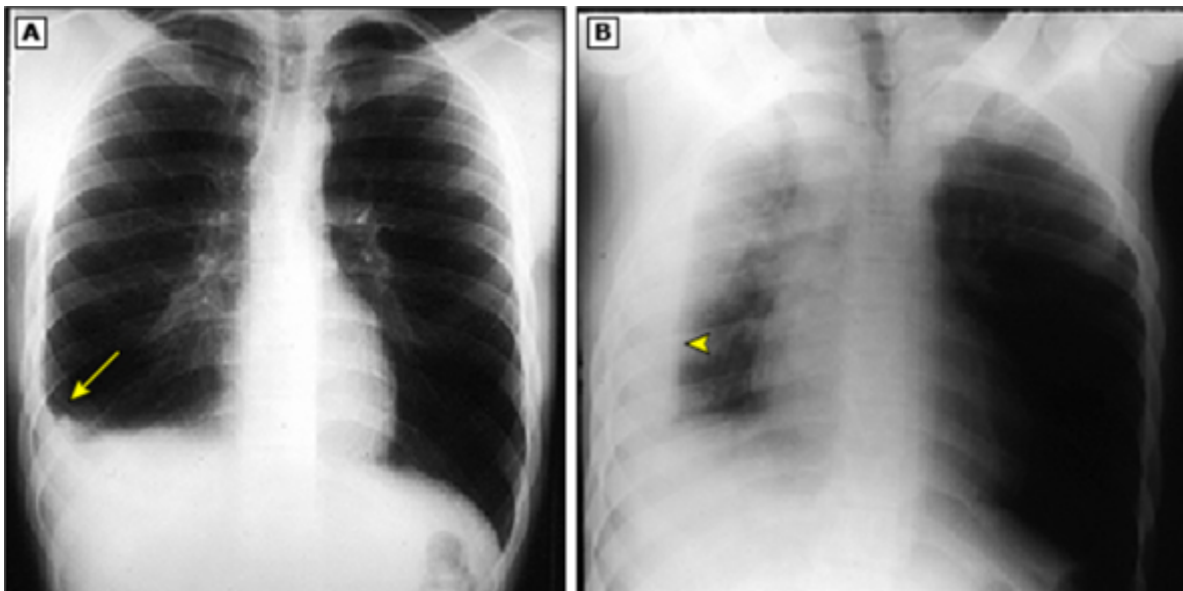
A) muestra el embotamiento del surco costofrénico derecho (flecha) en una radiografía de tórax en bipedestación debido a la presencia de un derrame pleural. B) muestra una radiografía en decúbito lateral derecho del mismo paciente y revela capas de derrame pleural (punta de flecha).
